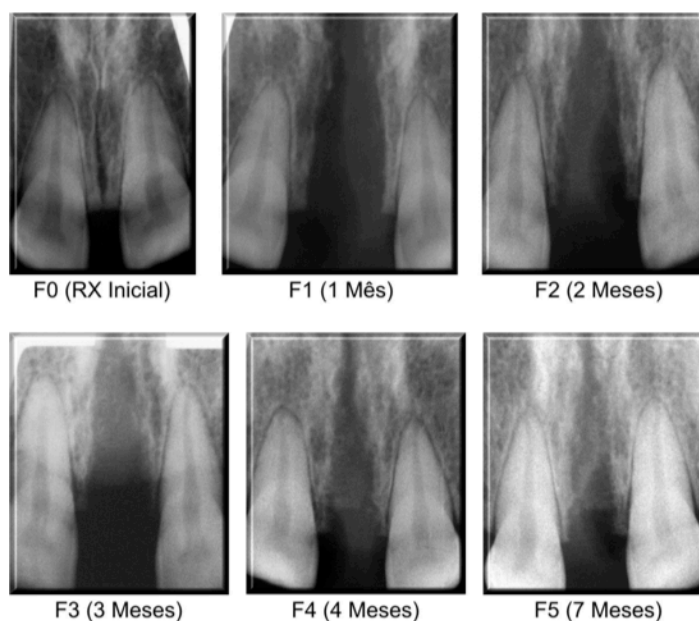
Radiografias digitais SPM anterior do paciente um, nos tempos medidos no pré-operatório (F0), um mês pós-operatório (F1), dois meses (F2), três meses (F3), quatro meses (F4) e sete meses (F5) do grupo *laser*.
